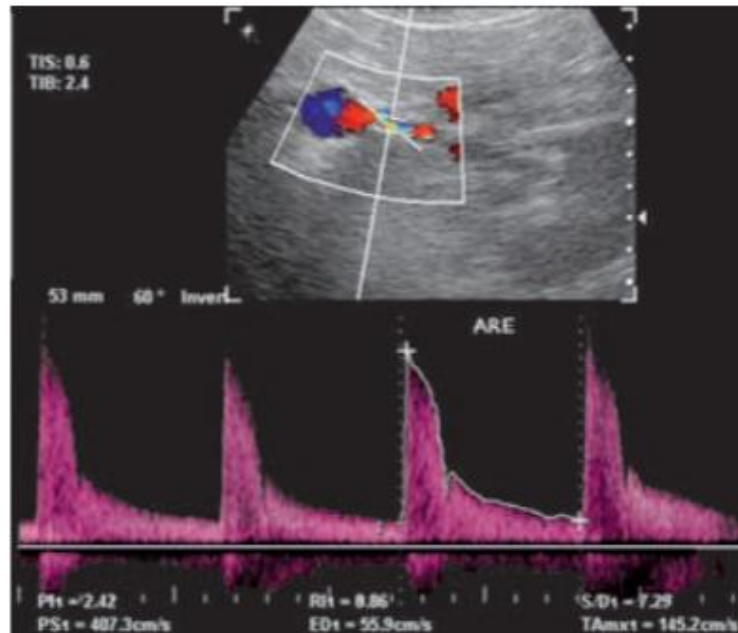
Ecografía del pico de velocidad sistólica de la arteria renal
